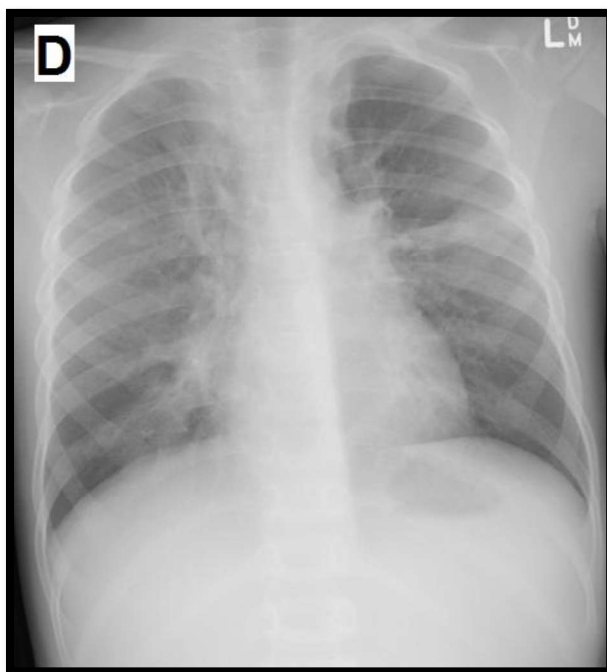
Homem de 23 anos apresentando quadro de agudização de asma. A radiografia revela hiperinsuflação pulmonar e espessamento de paredes brônquicas.
